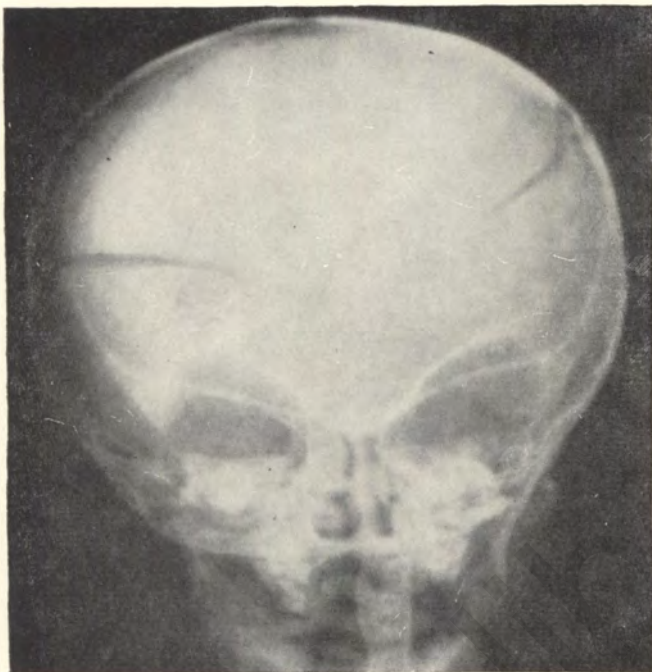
Рентгенограмма черепа больного 9 месяцев, получившего травму головы. Поперечные трещины в теменных костях. Снимок en face.
